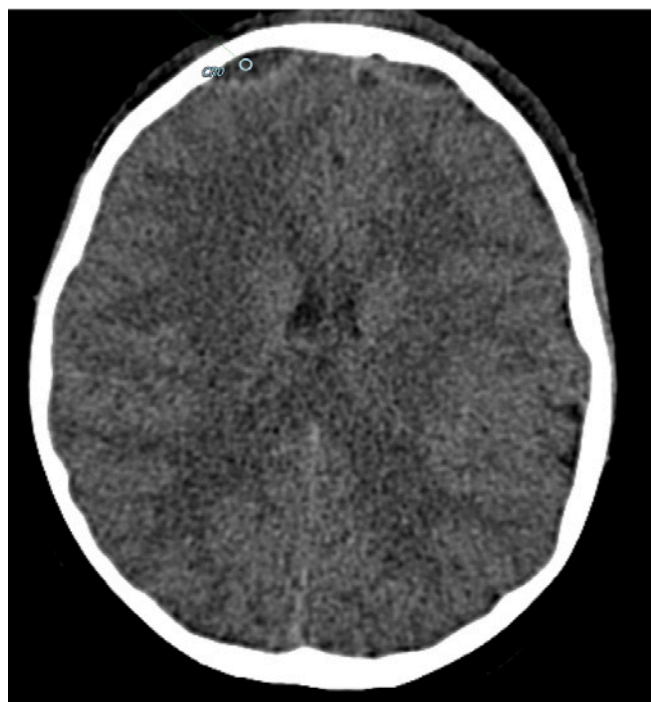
TC encefalo che evidenzia in sede frontale delle raccolte subtecali a morfologia semilunare di 20x7 mm con margine iperdenso, marcato spianamento liquorale pericerebrale e riduzione volumetrica del sistema ventricolare come da edema.
